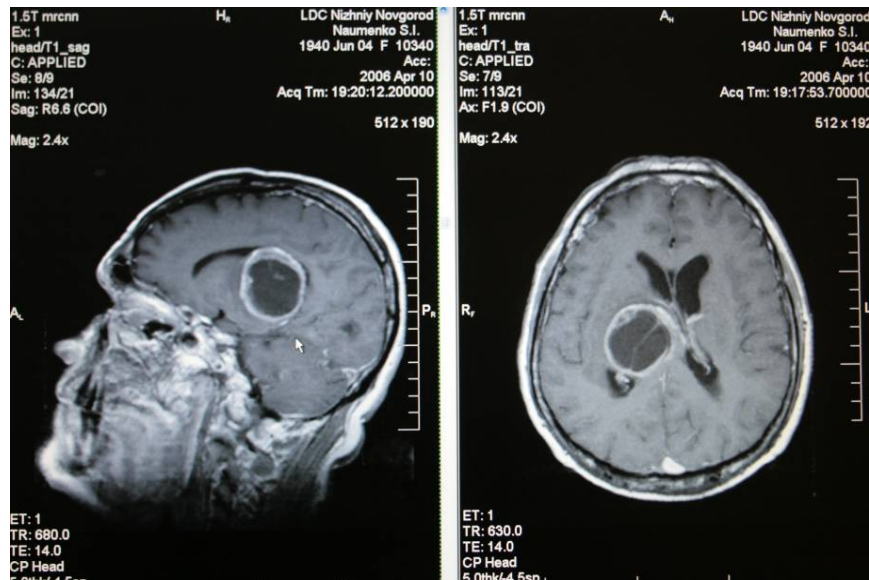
МРТ больного Н. от 10.04.06. Кистозная опухоль медиальных отделов теменной области справа, незначительный перитуморальный отек, смещение срединных структур 0,4 см
